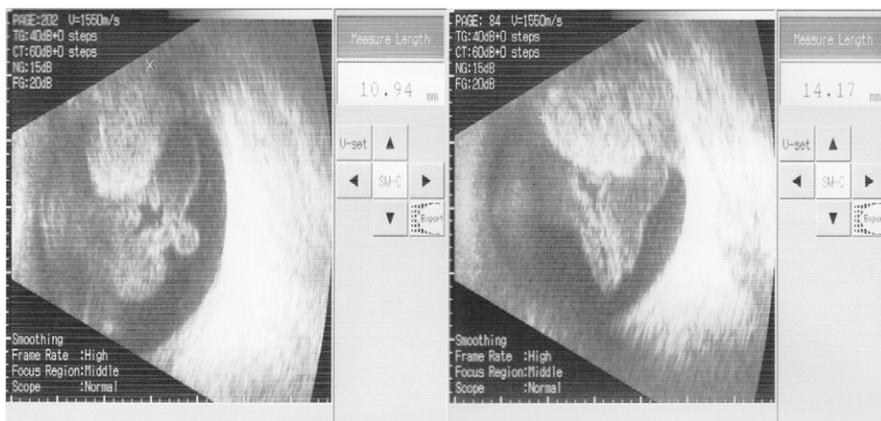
УЗИ-снимок пациентки Е.
